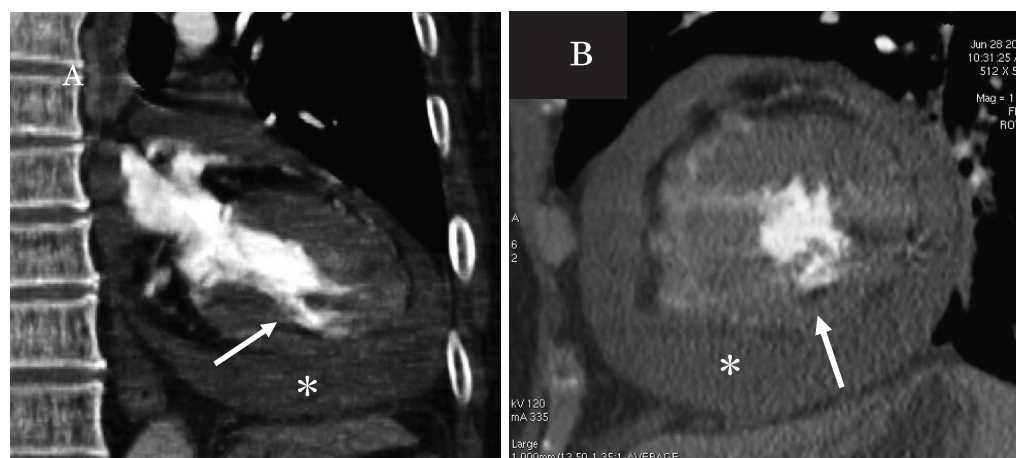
Multislice computed tomograms on admission in the long-axis view(A) and short-axis view(B)
